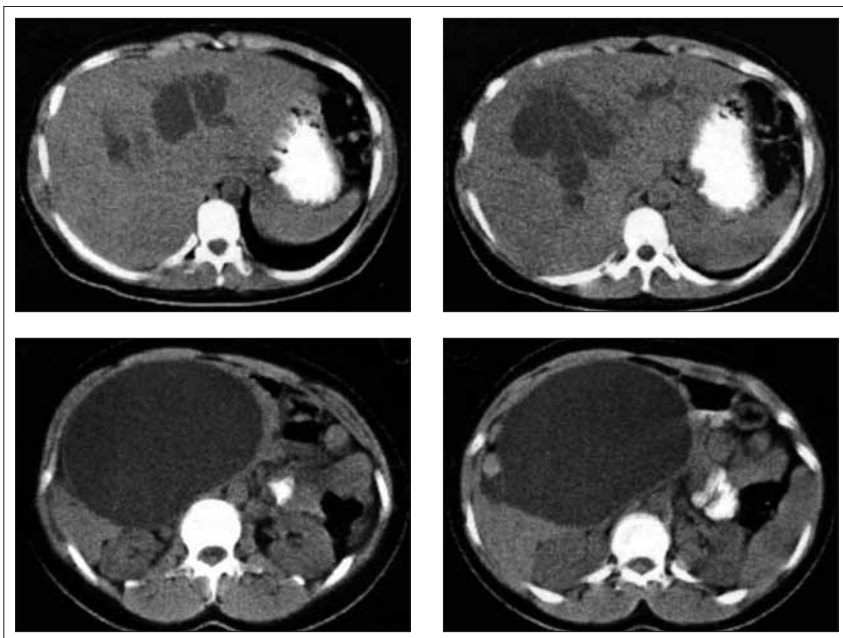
КТ органов брюшной полости: внутривнутрипеченочные кисты желчных протоков и гигантская киста общего желчного протока
